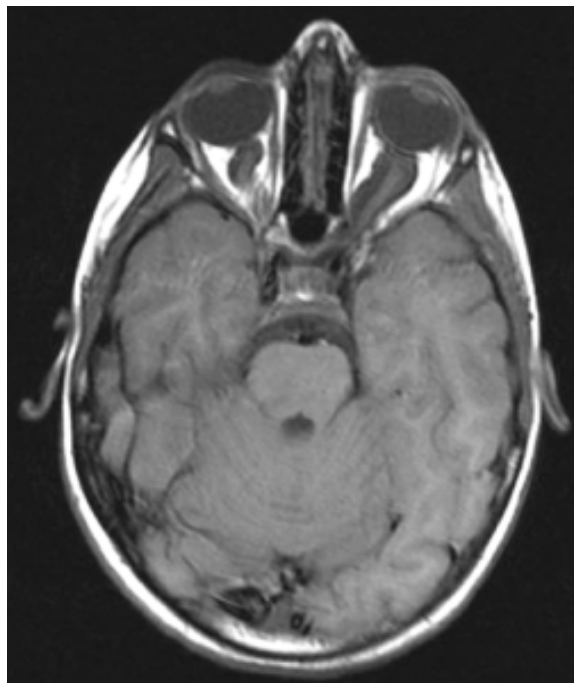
TAC de paciente con gliomas en ambos nervios ópticos.
